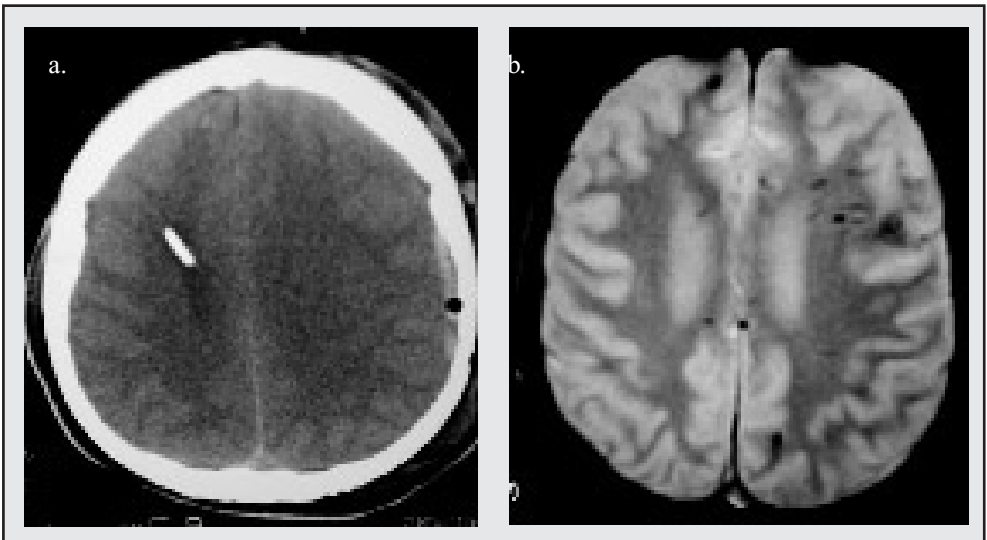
Lesión axonal: utilidad de secuencia gradiente de ECO. (a) TAC y (b) RM secuencia gradiente de eco en el mismo nivel. Múltiples imágenes de baja señal en la RM corresponden a lesión axonal
